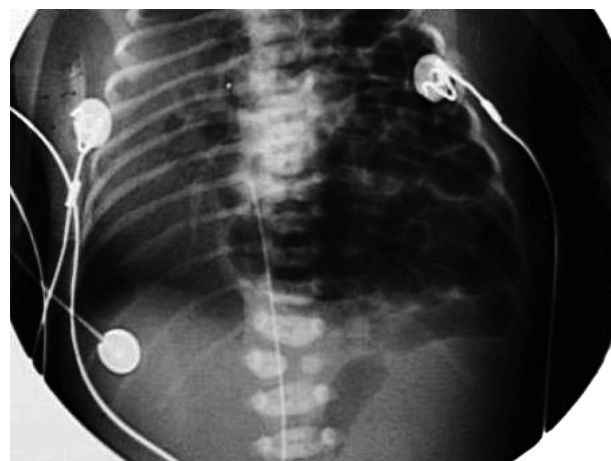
Рентгенография грудной клетки пациента Ч. 23 лет.
